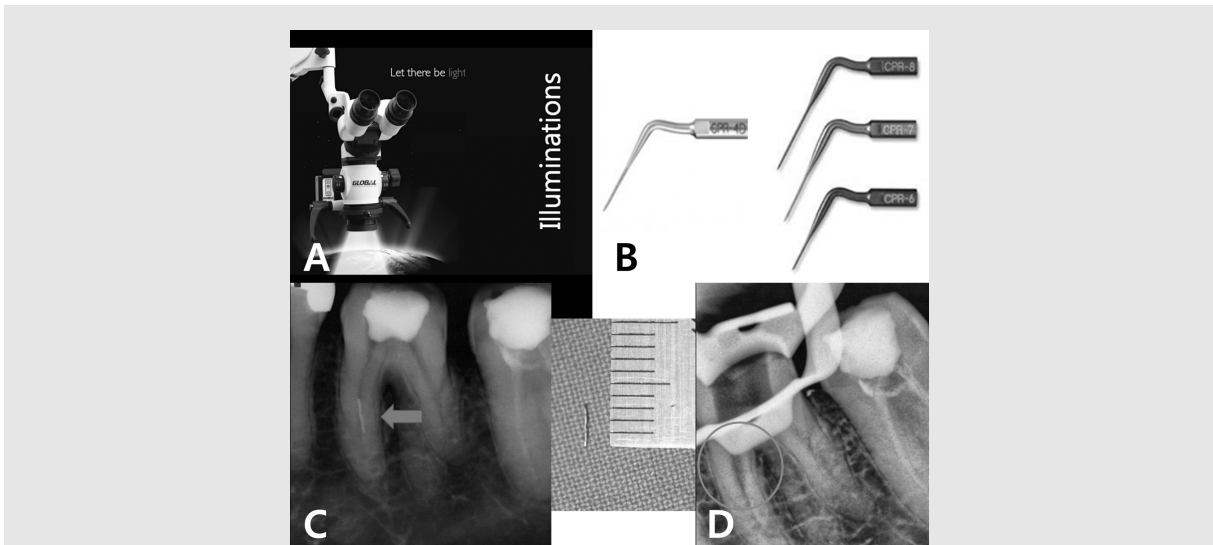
효율적인 파일 파절편 제거 기구/장비 및 제거 증례. A. 치과용 시술 현미경. B. 초음파 팁(Ultrasonic tips, CPR-4D, CPR-6, -7, -8), C~D. 비교적 직선 근관에 파절된 파일의 제거 증례.
